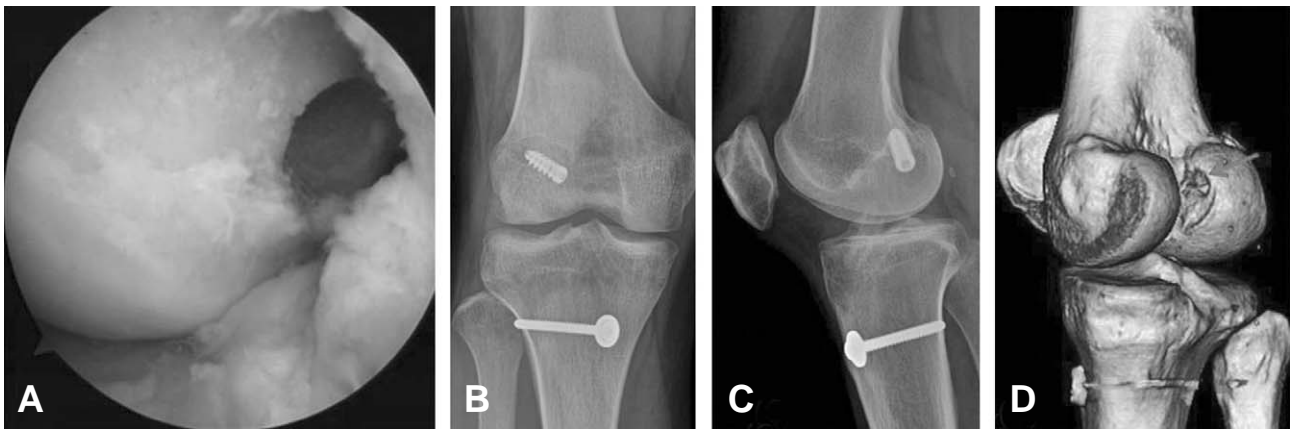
(A) Arthroscopic finding of femoral tunnel through anteromedial portal in anatomic single bundle reconstruction of anterior cruciate ligament. (B-C) More horizontally placed femoral interference screw in postoperative x-ray. (D) Femoral tunnel position in 3 dimensional computed tomography.
